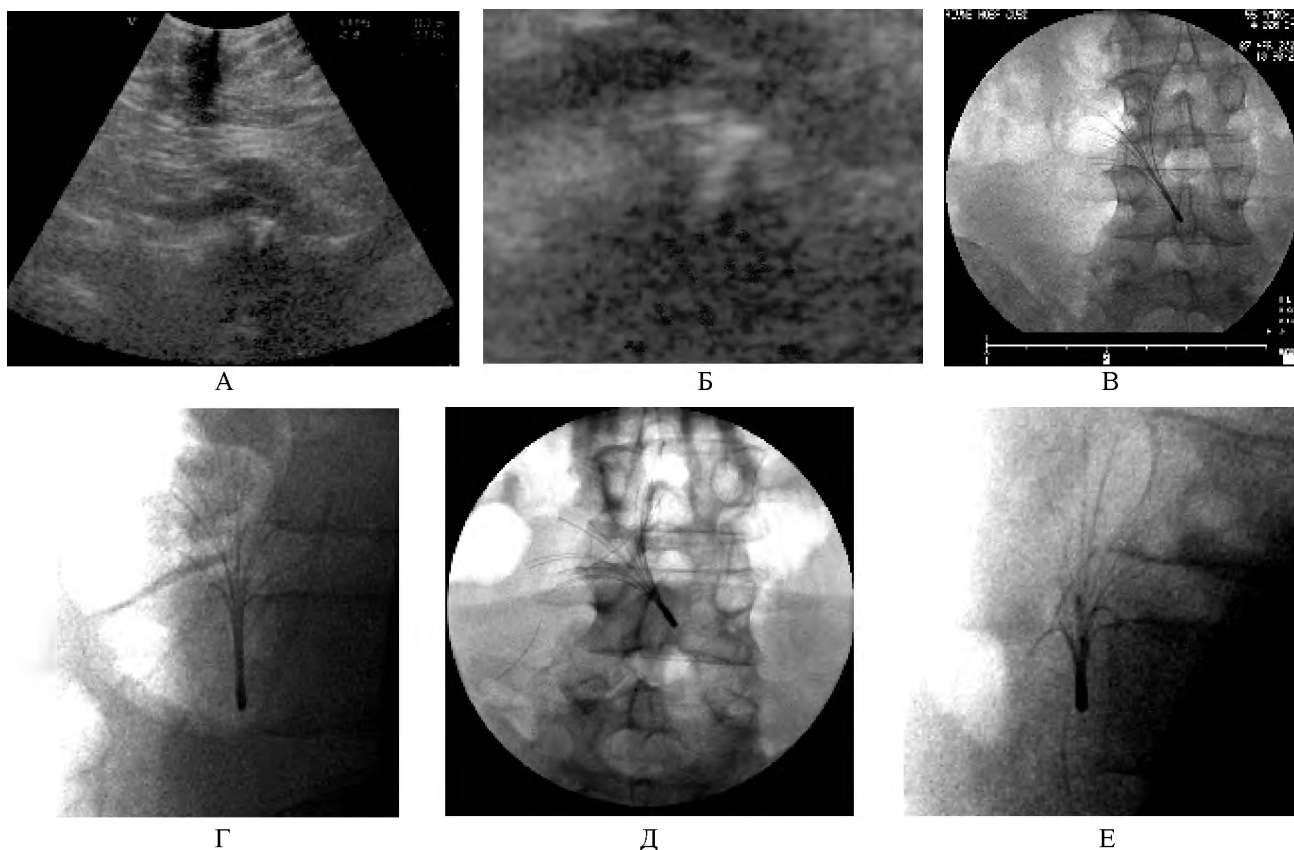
Рентгенівські зображення імпантованого КФ до і після поломки: А – кава-фільтр в просвіті НПВ; Б – кава-фільтр в просвіті НПВ, збільшення; В – після імплантації, пряма проекція; Г – після імплантації, бокова проекція; Д – після поломки, пряма проекція; Е – після поломки, бокова проекція.
